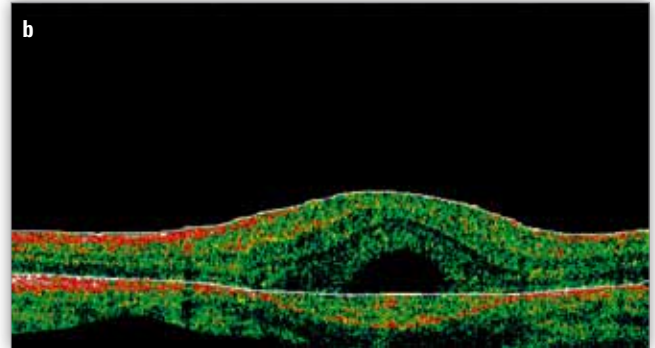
Przypadek 1. – a) zdjęcie kolorowe dna oka prawego, b) angiografia fluoresceinowa oka prawego, c) optyczna koherentna tomografia OP wykonana podczas przyjmowania pacjenta do szpitala.
